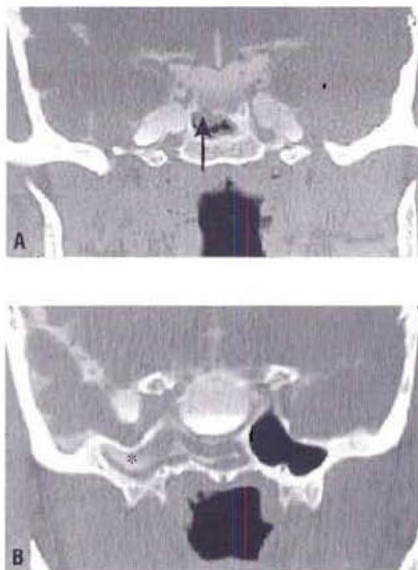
Cisternographie TDM. Ces coupes coronales montrent un défaut dans le plancher de la fosse pituitaire (flèche) (A). Le produit de contraste (astérisque) s'est insinué dans le sinus sphénoïdal, qui n'est pas aéré en raison de l'antécédent d'exérèse transsphénoïdale d'une tumeur hypophysaire.
